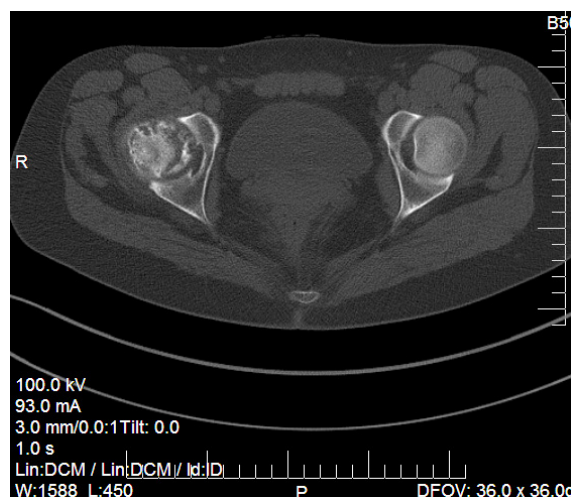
МРТ-исследование через два года от начала АНГБК. Стадия восстановления костной ткани правой ГБК.
